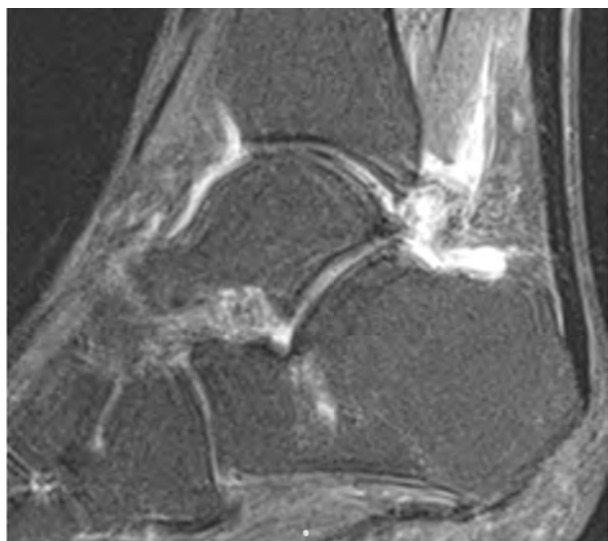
Больной Н. 41 г. Наиболее информативные сканы МРТ выполненные через 2 мес после начала лечения в клинике.
